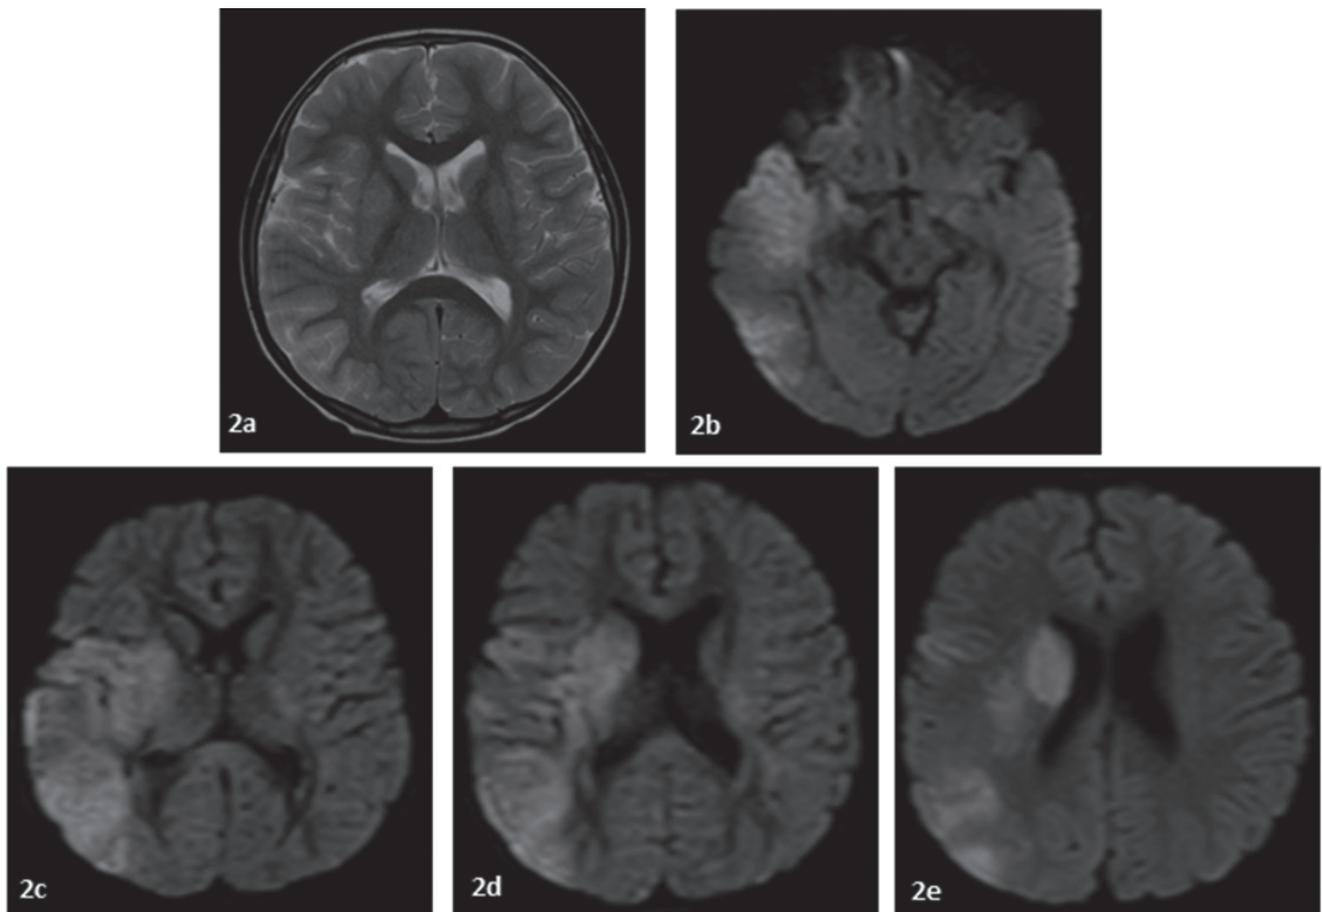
Cortes axiales de IRM cerebral simple tras cinco horas del evento agudo. 2a: imagen en T2 que evidencia edema cerebral con hiperintensidad córtico-subcortical insular y temporal derecho, edema gangliobasal derecho. 2b-c-d-e: se observan cortes en secuencia de difusión de hiperintensidad en territorio vascular de arteria cerebral media derecha
